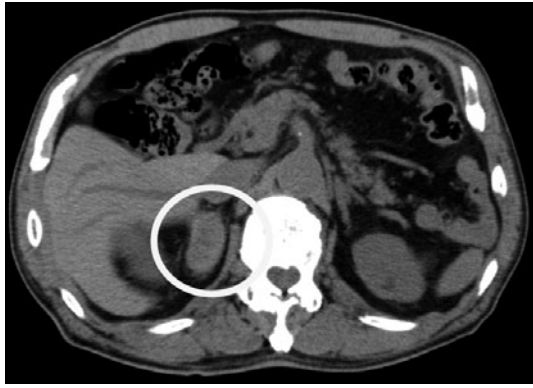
Abdominal CT scan 9 days after the first visit showing a large mass of the right adrenal gland with an area of hyperdensity.
